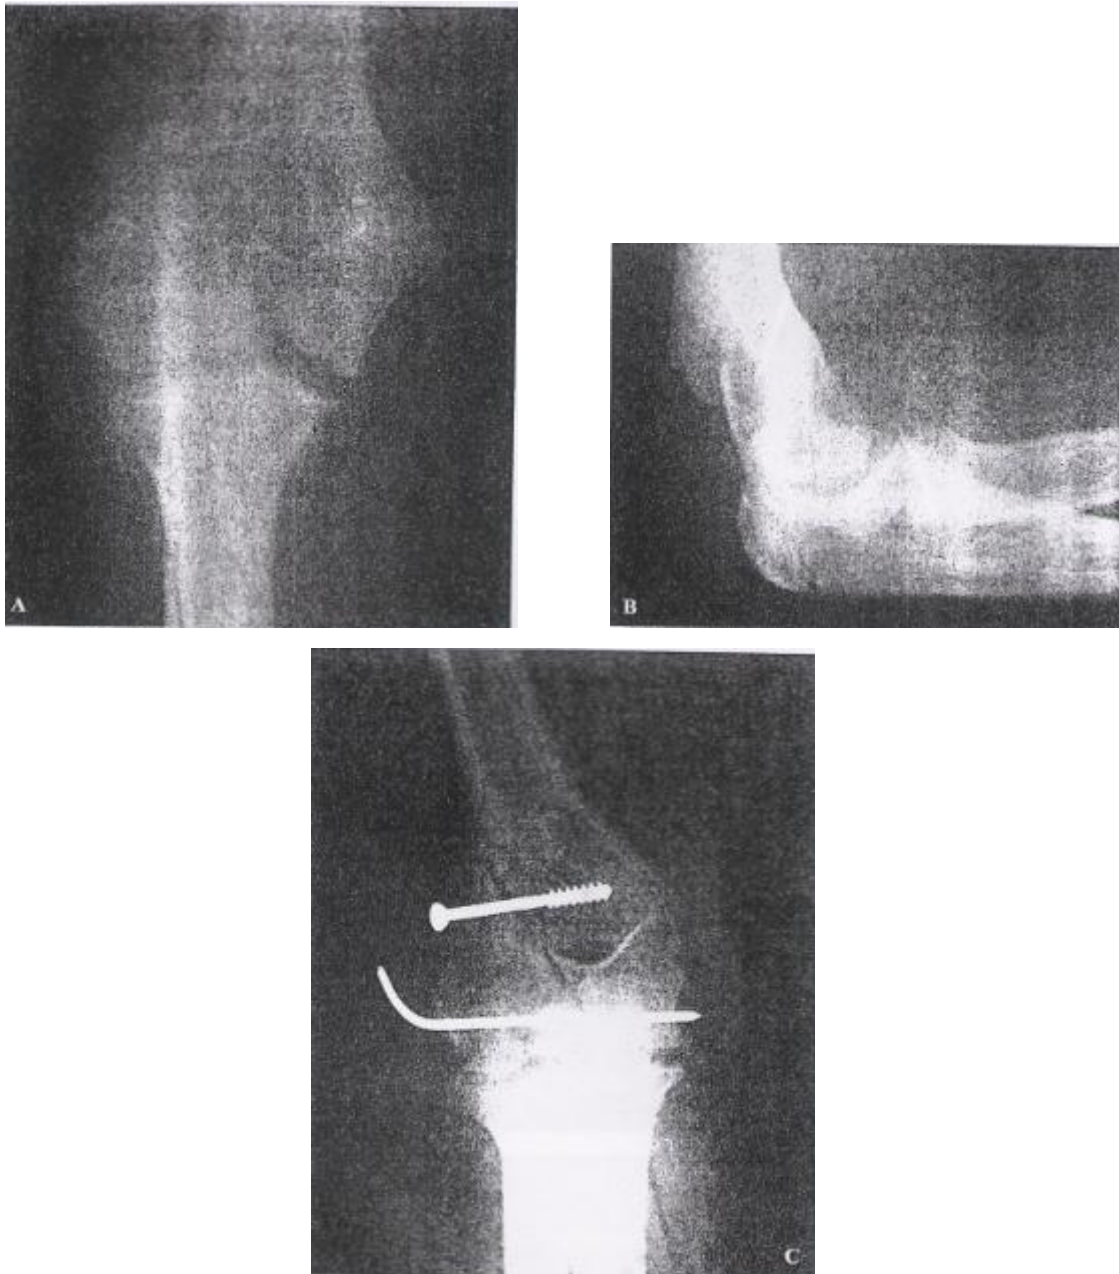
Radiographie de face (a) et de profil (b) d'une fracture intercondylienne traitée par vis et broche (c) [31.]
